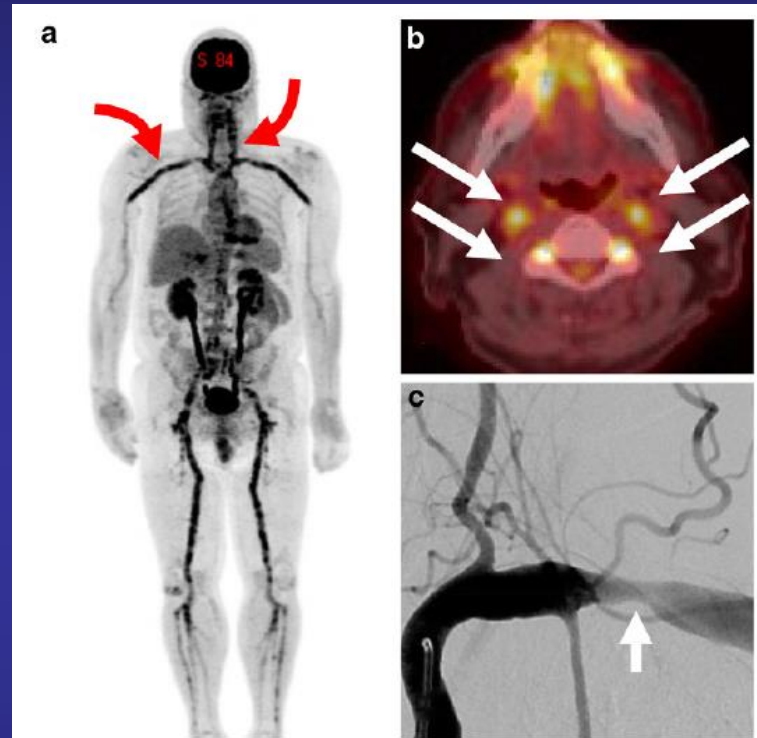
Manifestations of giant cell arteritis (GCA) with large-vessel involvement. FDG-PET maximum intensity projection reconstruction (a) shows florid hypermetabolism throughout the cervical and subclavian axillary arteries (*red arrows*) as well as the aorta, iliac, and femoral vessels. Axial fusion PET-CT image of the same patient (b) shows disease activity in both carotid and vertebral arteries (*white arrows*). Anteroposterior angiography of the left subclavian artery (c) shows classical appearance of extracranial circumferential large artery stenosis (*white arrow*)
